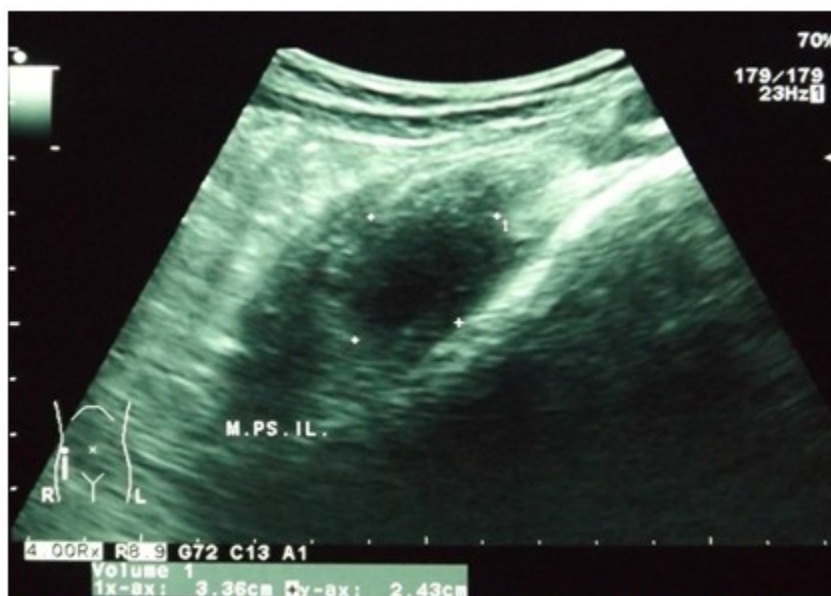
Ecografía pélvica de seguimiento con imagen ovoidea de bordes definidos, heterogénea de predominio hipocogénico compatible con hematoma antiguo con disminución del volumen sin datos de infección.
